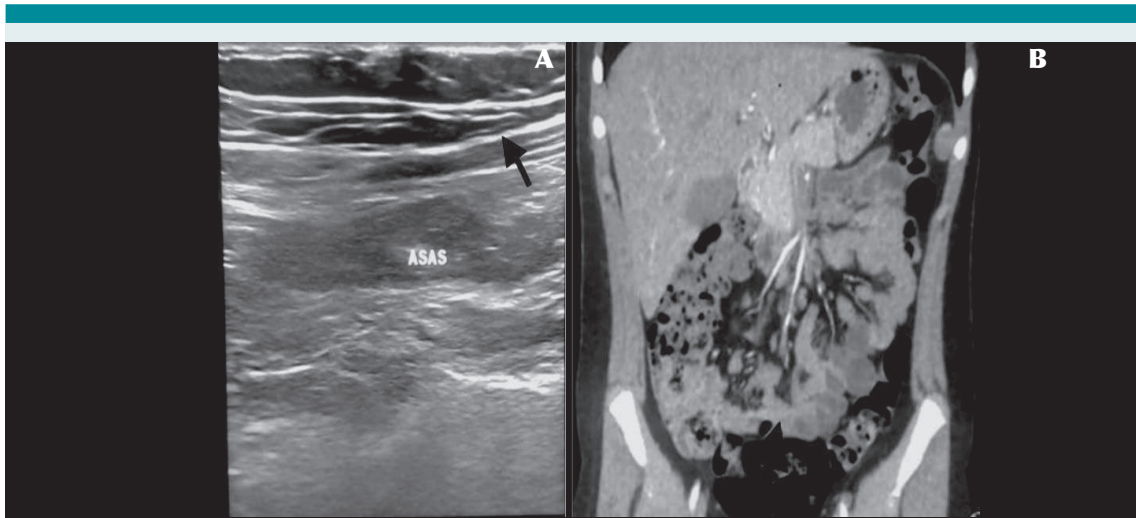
Exámenes de imagen: A) Ultrasonido de engrosamiento de pared intestinal (flecha), B) Tomografía coronal con engrosamiento de asas intestinales predominio ileal (flecha).
